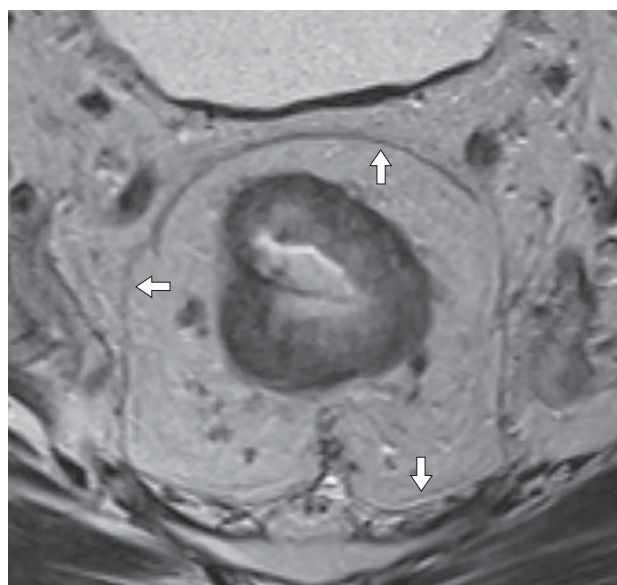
МРТ, Т2ВИ в аксиальной плоскости на уровне среднеампулярного отдела прямой кишки. Мезоректальная фасция (белые стрелки).
